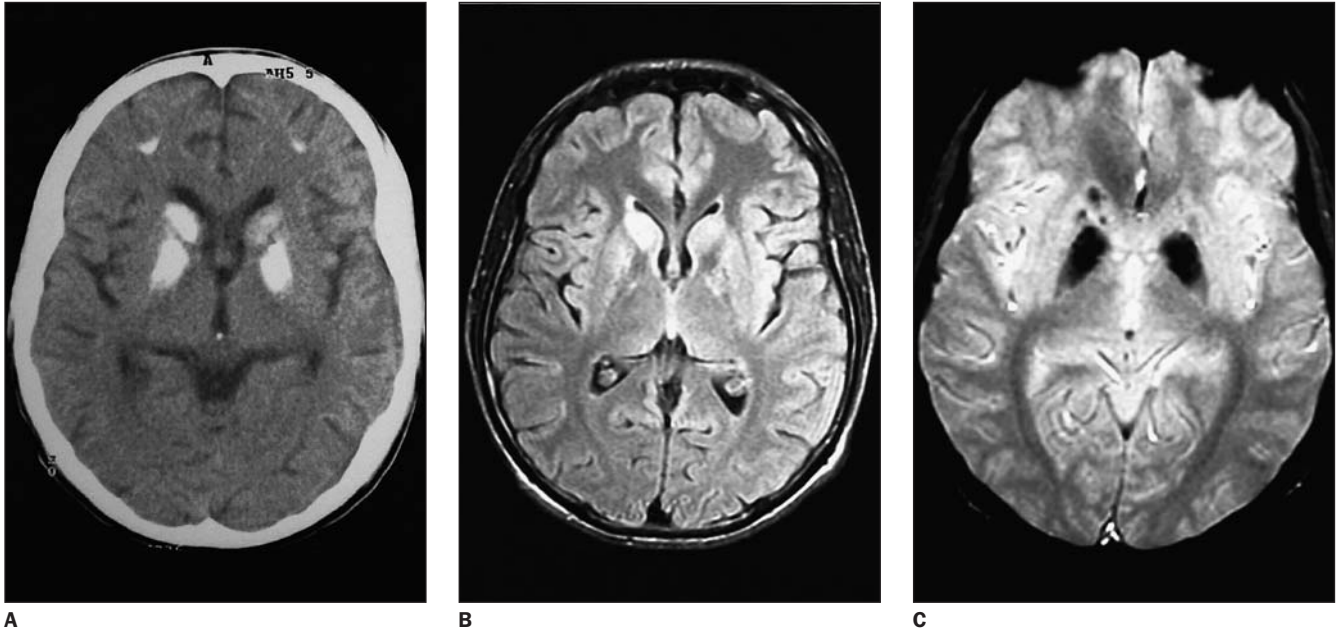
A: Tomografia computadorizada mostrando calcificações simétricas extensas nos gânglios da base e calcificações moderadas nos lobos frontais. A ressonância magnética revelou sinais hiperintensos moderados nas imagens em FLAIR (B) e sinais hipointensos em imagens ponderadas em gradiente eco T2* (C) na topografia dos gânglios da base.
